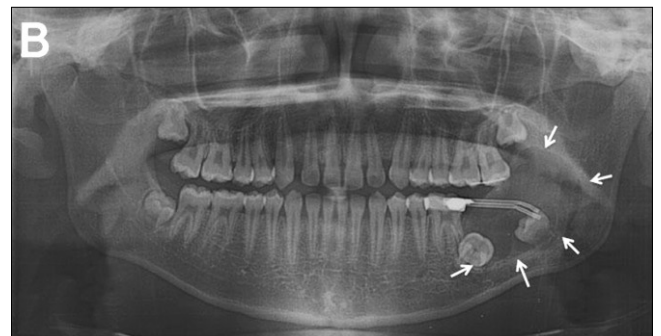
Panoramic X-rays of case 2.
